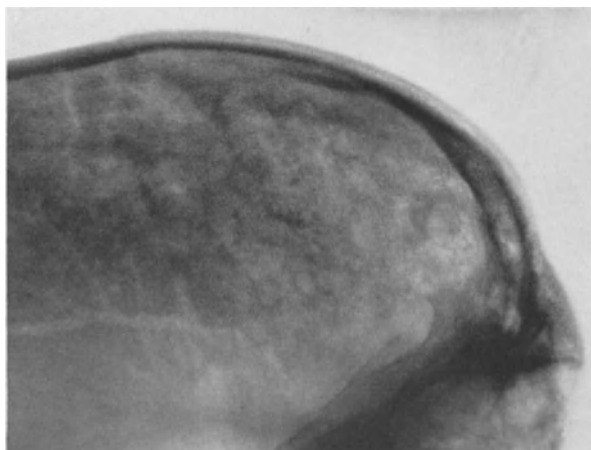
15jähr. ♀. Polyostotische Ostitis fibrosa. Röntgenbild vom Schädel.
